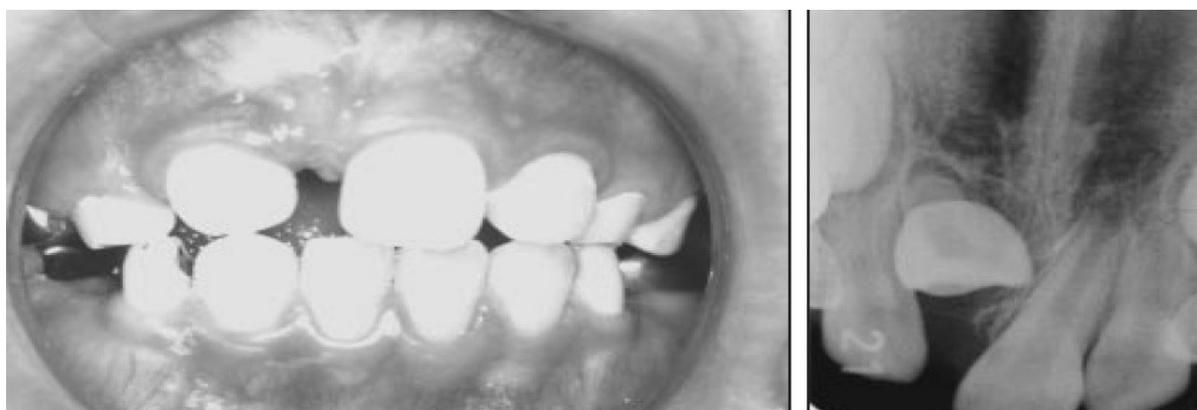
Caso inicial apresentando clinicamente a ausência do dente 11 no arco. Radiograficamente observa-se a impacção desse dente. Fonte: Tanaka (2001).
